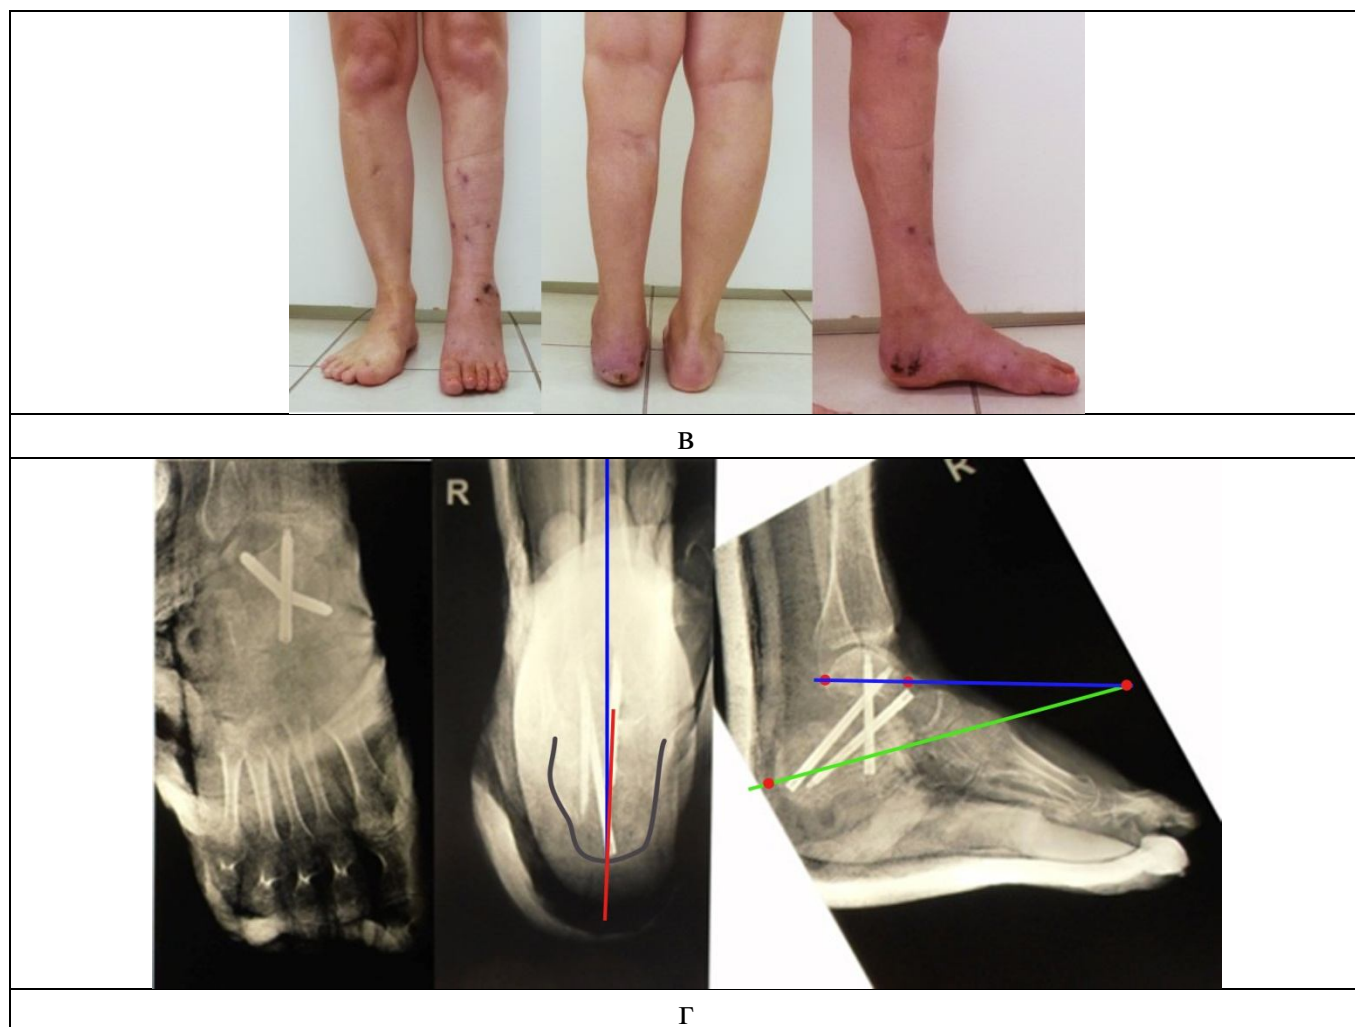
Пациентка Т., результат коррекции: в – фото стопы после фиксации винтами; г – рентгенограммы стопы после внутренней фиксации
